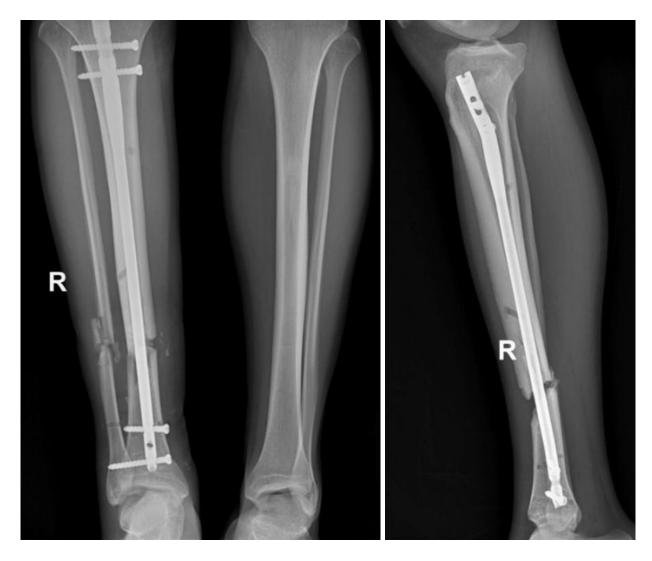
Пациент К., 32 года Рентгенограммы после МОС большеберцовой кости интрамедуллярным блокируемым стержнем
